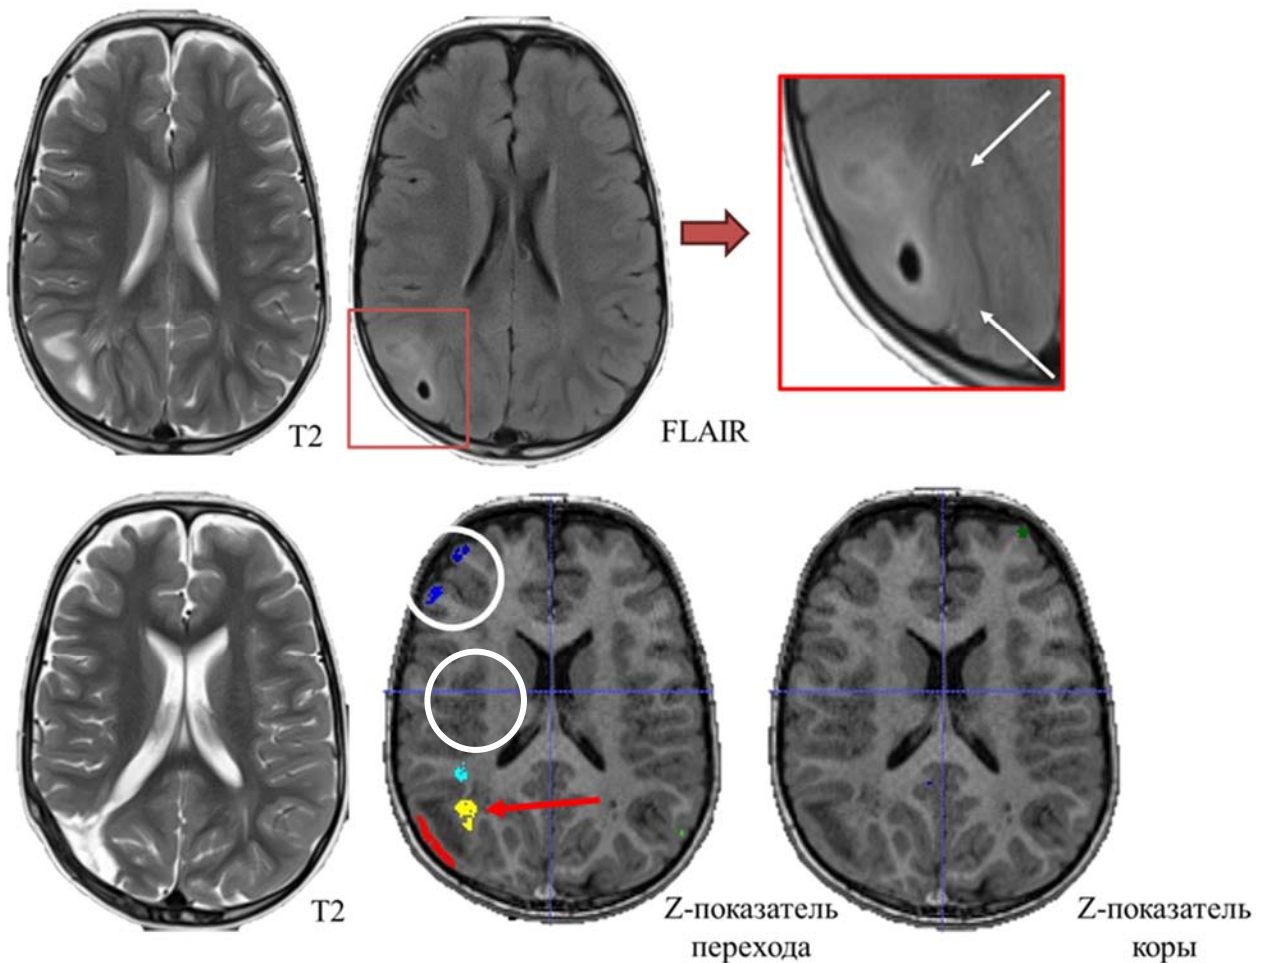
МРТ пациента с ФКД правой теменной доли (красный квадрат). На изображениях с наложением z-показателя нарушения перехода серого и белого вещества выявляются аномально яркие зоны (красные стрелки). Расположенная рядом красная зона является ложноположительной, так как она тянется в непосредственной близости от твердой мозговой оболочки. В белых кругах обозначены условно ложноположительные зоны
